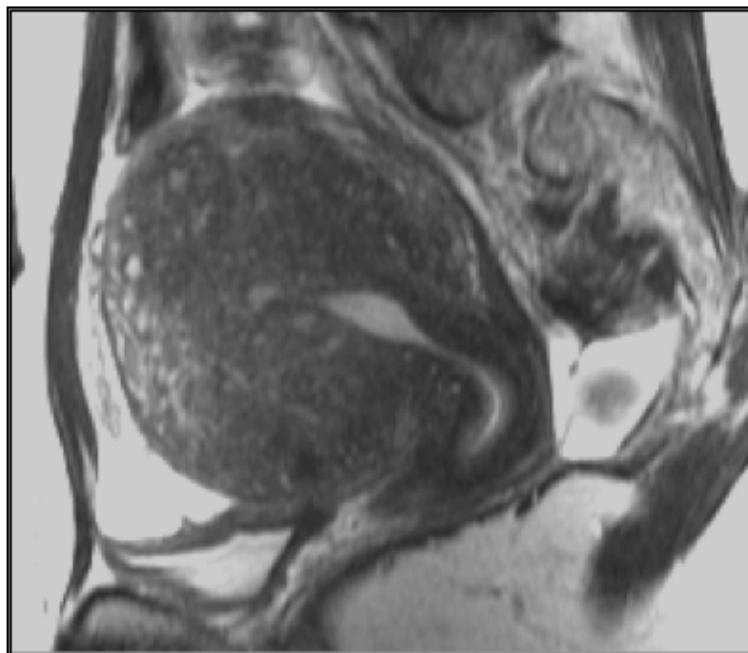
Adénomyose antérieure en IRM avec utérus globuleux, adénomyose
